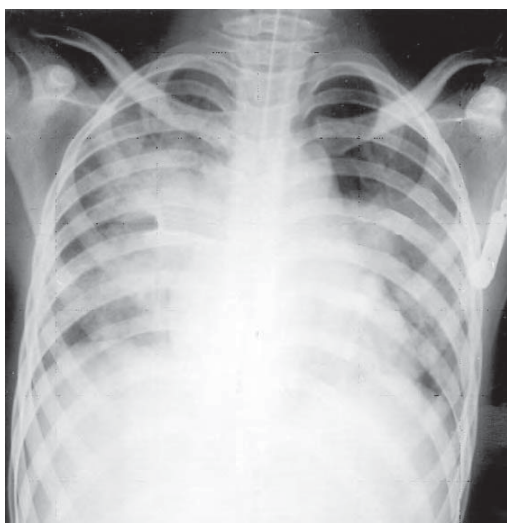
/4. Ahogado grado 4. Radiografía tomada cuatro horas después del accidente. Edema agudo de pulmón difuso.
